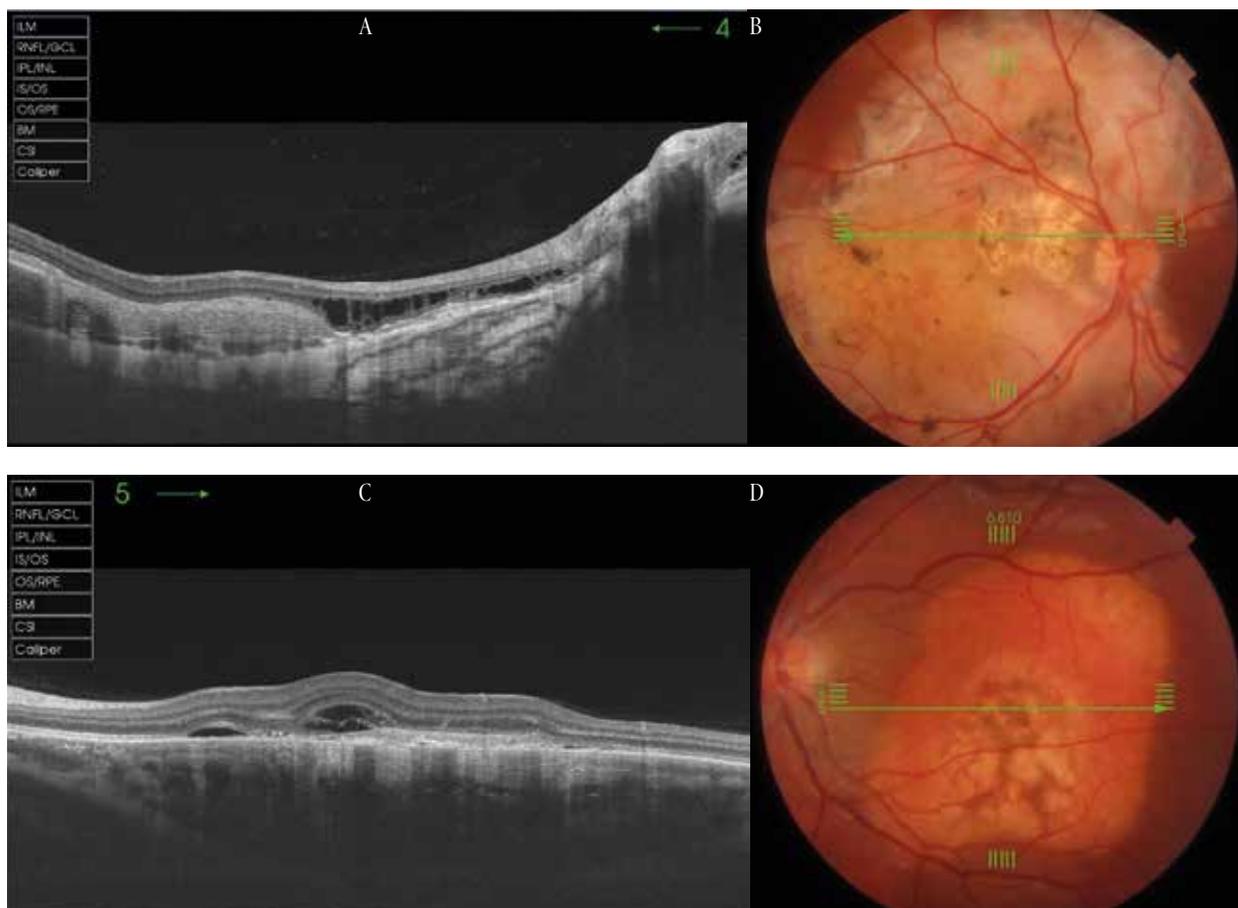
A) Ojo derecho: tomografía de coherencia óptica de área macular con engrosamiento coroideo temporal hiperreflectivo y retinosquisis de capas externas de retina adyacente a papila con pérdida de estructura de la línea elipsoide. B) Ojo derecho: retinografía. C) Ojo izquierdo: tomografía de coherencia óptica que muestra líquido intra y subretinal en área macular e imagen hiperreflectiva asociada a engrosamiento del epitelio pigmentado de la retina y coroides. D) Ojo izquierdo: retinografía.
